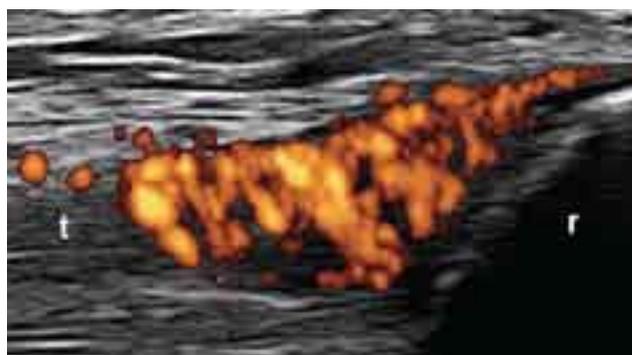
Espondiloartropatía seronegativa. Corte longitudinal suprarrotuliano con rodilla en extensión. Se evidencia una intensa señal power Doppler en la zona de inserción del tendón del cuádriceps a nivel del polo superior de la rótula indicativo de entesitis. t = tendón del cuádriceps; r = rótula.
